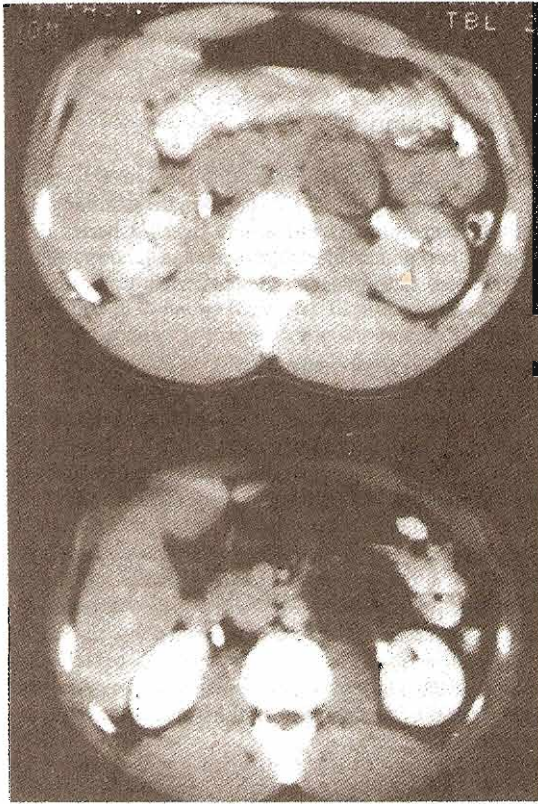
Arriba: Rastreo TC de un paciente con masa retroperitoneal voluminosa luego de orquiectomía radical indicada por carcinoma embrionario. Abajo: Masa quística residual después de quimioterapia; fue extirpada y resultó ser un teratoma.
